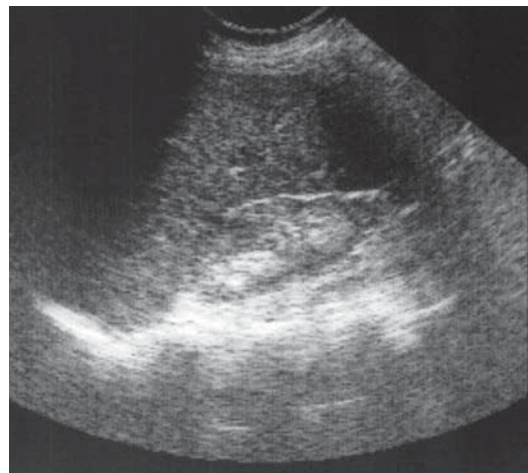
Stenoză de arteră renală. Ecografie, secțiune longitudinală.
